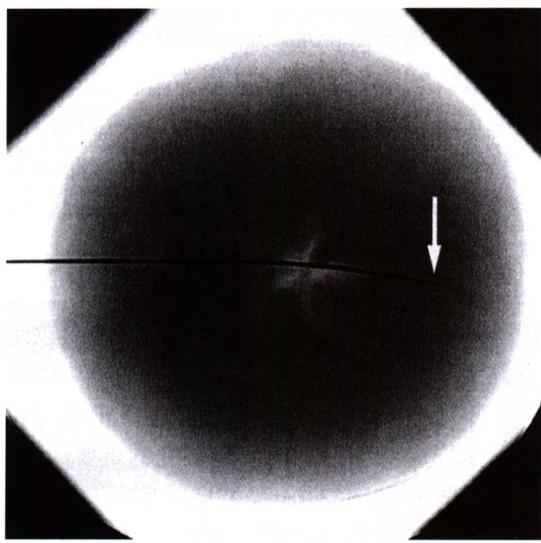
在柚子上演示弯针穿刺的穿刺针偏移技术。A，当针插入柚子时，将柚子外的针体弯成弓形。B，在完成图 A 所示的操作后，去除针芯，拍摄 X 线平片，显示针尖向下偏移，较图 1-4 的偏移更大（箭）。注意针体通过柚子外层时无弯曲，直到通过近柚子中心较坚韧的组织时出现弯曲。这是因为外层组织松软，进针的阻力小，但靠近中心的组织致密、坚韧，弯针在致密组织界面中前进的阻力较大，于是针的偏移度加大。
